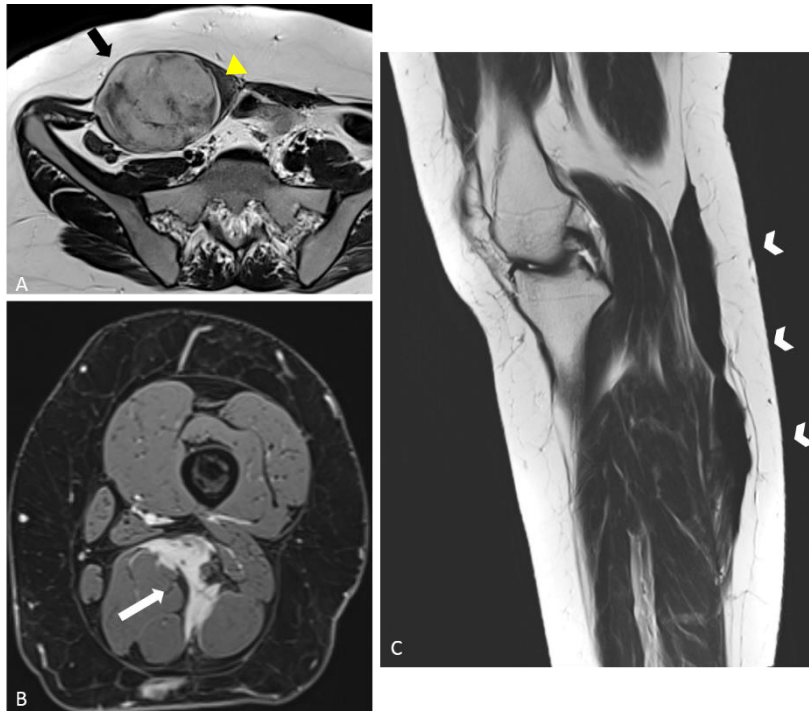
Différentes présentations morphologiques et de signal des tumeurs desmoides. IRM en séquence pondération T2 : masse bien limitée, en hypersignal T2, enchâssée dans la paroi abdominale chez une jeune femme de 26 ans (flèche noire, A). On note la présence d'un liseré graisseux qui circonscrit la tumeur sur son versant médial ou *split fat sign* (tête de flèche jaune, A). IRM en séquence pondération T1FS après injection : tumeur desmoïde infiltrante, mal limitée, rehaussée de manière intense, développée en intermusculaire, dans le compartiment des ischiojambiers chez une jeune femme de 33 ans (flèche blanche, B). On note l'aspect en flammèches, ou *flame sign*. IRM en séquence pondération T2 : tumeur desmoïde d'aspect macrolobulé, en franc hyposignal T2, en faveur d'une paucicellularité et d'une composante majoritairement fibreuse, s'infiltrant le long du fascia superficiel du compartiment postérieur de la jambe chez la même patiente de 33 ans (tête de flèche blanche, C). Source : radiologie, Institut Bergonié, Bordeaux.
